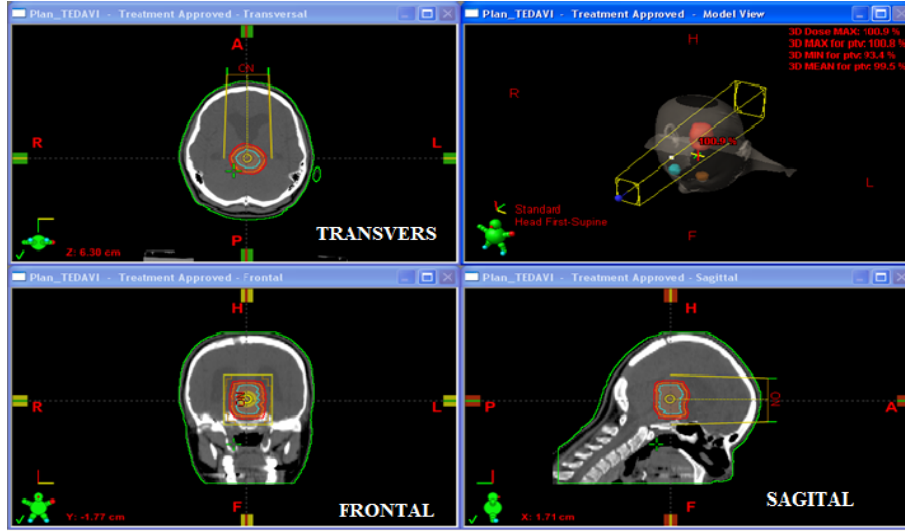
BT çekiminde referans noktasının belirlenmesi
